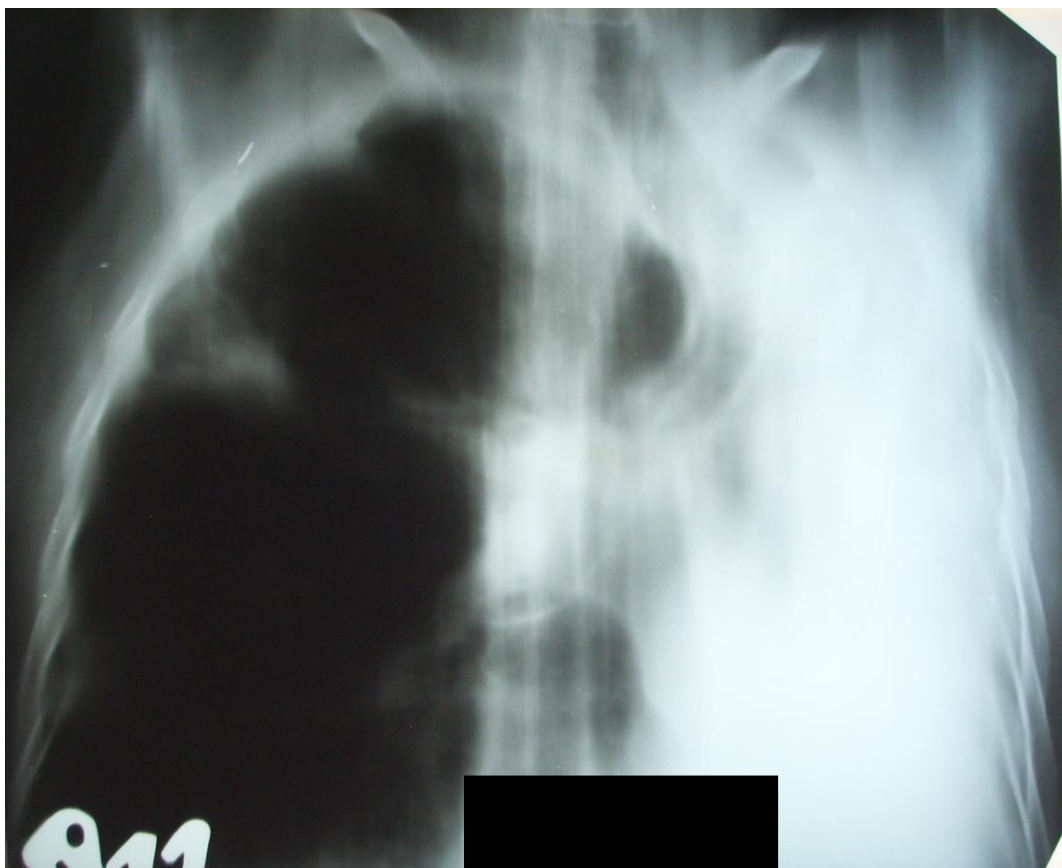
Томограмма легких (прямая, срез 11 см). Тот-же пациент в динамике через 6 месяцев. Цирротический туберкулез левого легкого в фазе инфильтрации (определяется участок инфильтрации верхней доли правого легкого по типу перисциссурита).
